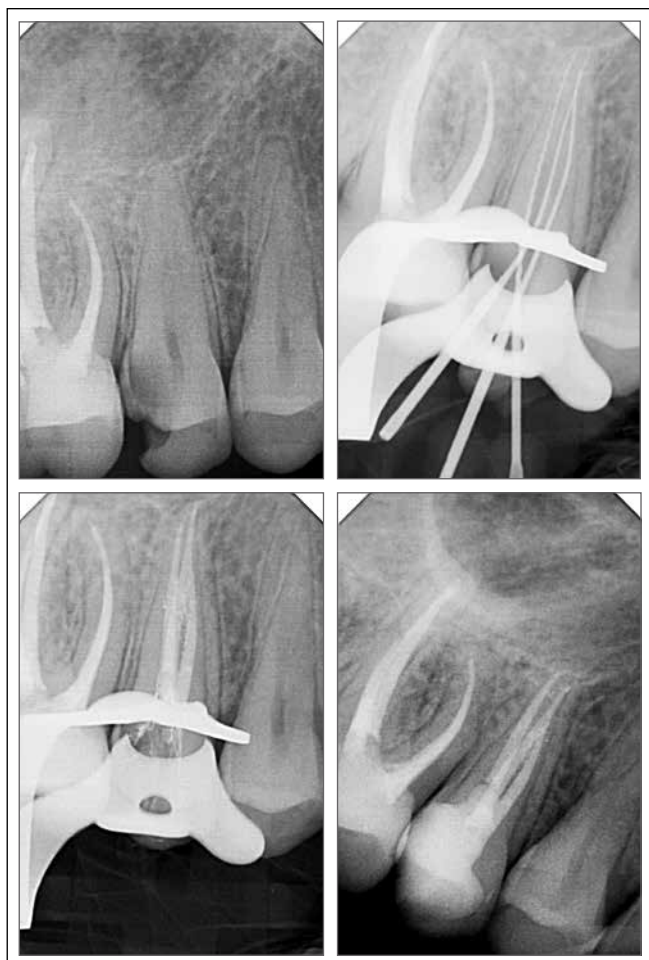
4 рентгенограммы первичного эндодонтического лечения зуба 1.5
